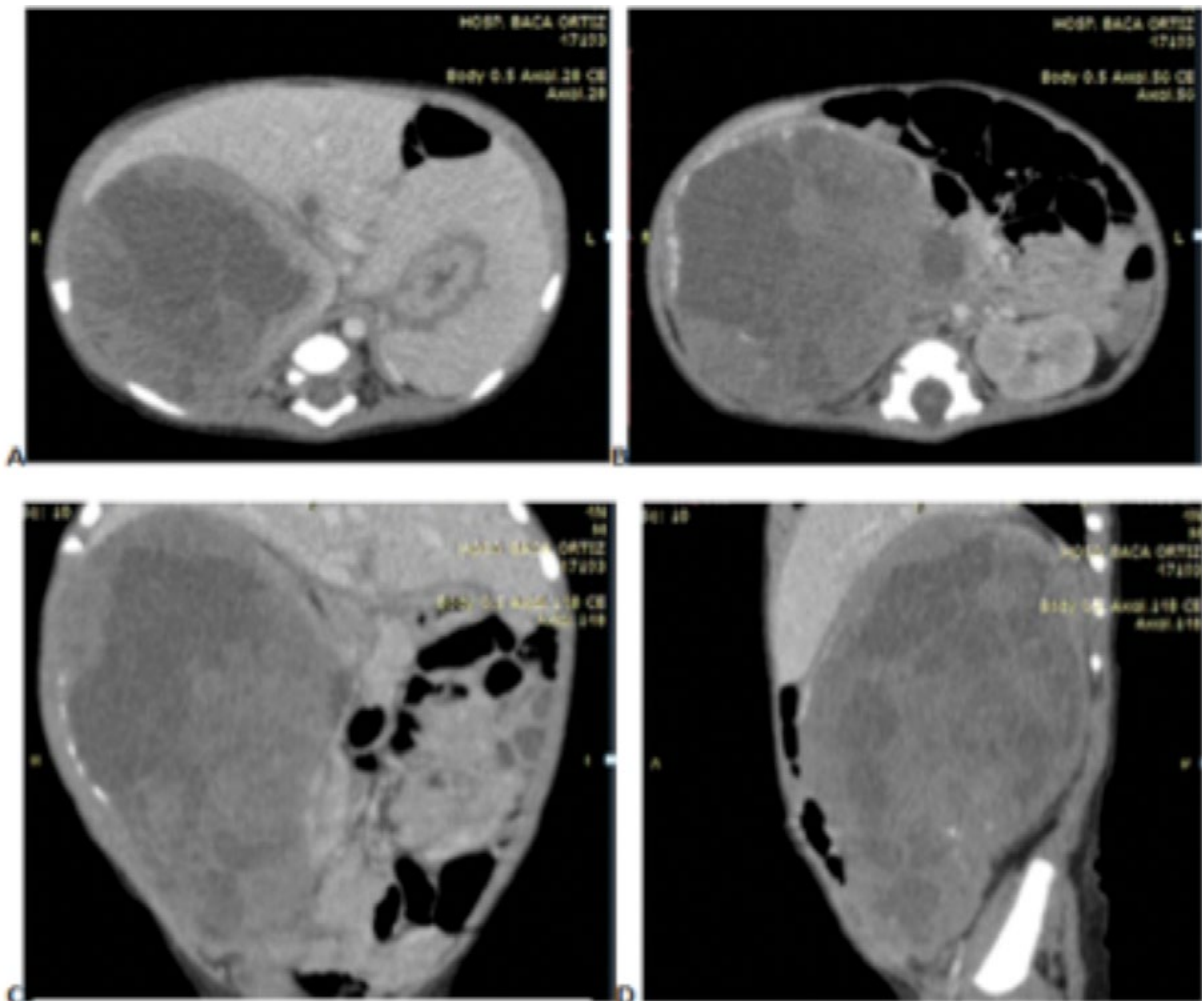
TC contrastada de abdomen y pelvis. A-B) axial. C) coronal. D) sagital. Gran masa heterogénea con componente quístico y escaso realce a la administración del medio de contraste intravenoso ocupando la fosa renal derecha. Se observa tejido renal normal en la periferia del tumor así como calcificaciones.
